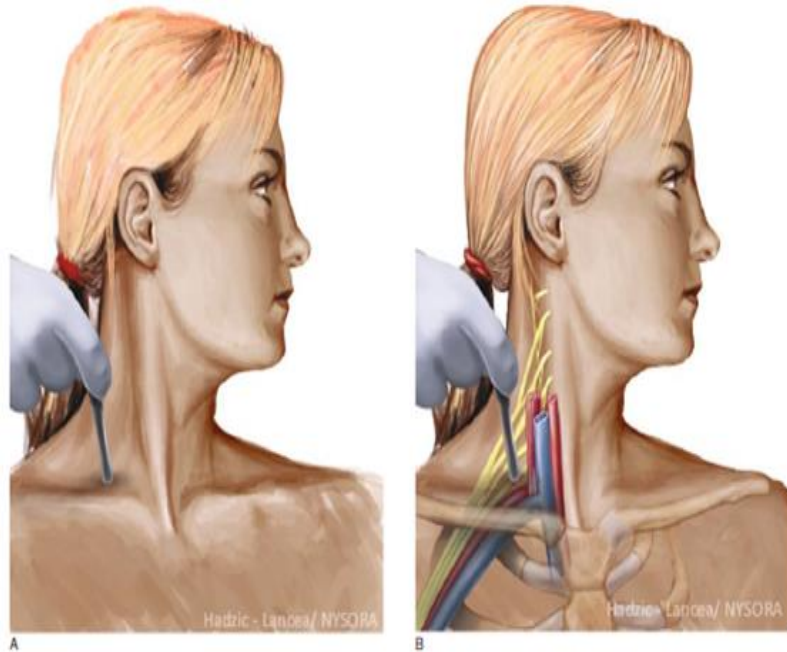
A: aplicación inicial de ultrasonido Doppler por LaGrange. B: Estrecha relación entre los nervios v arteria subclavia.
